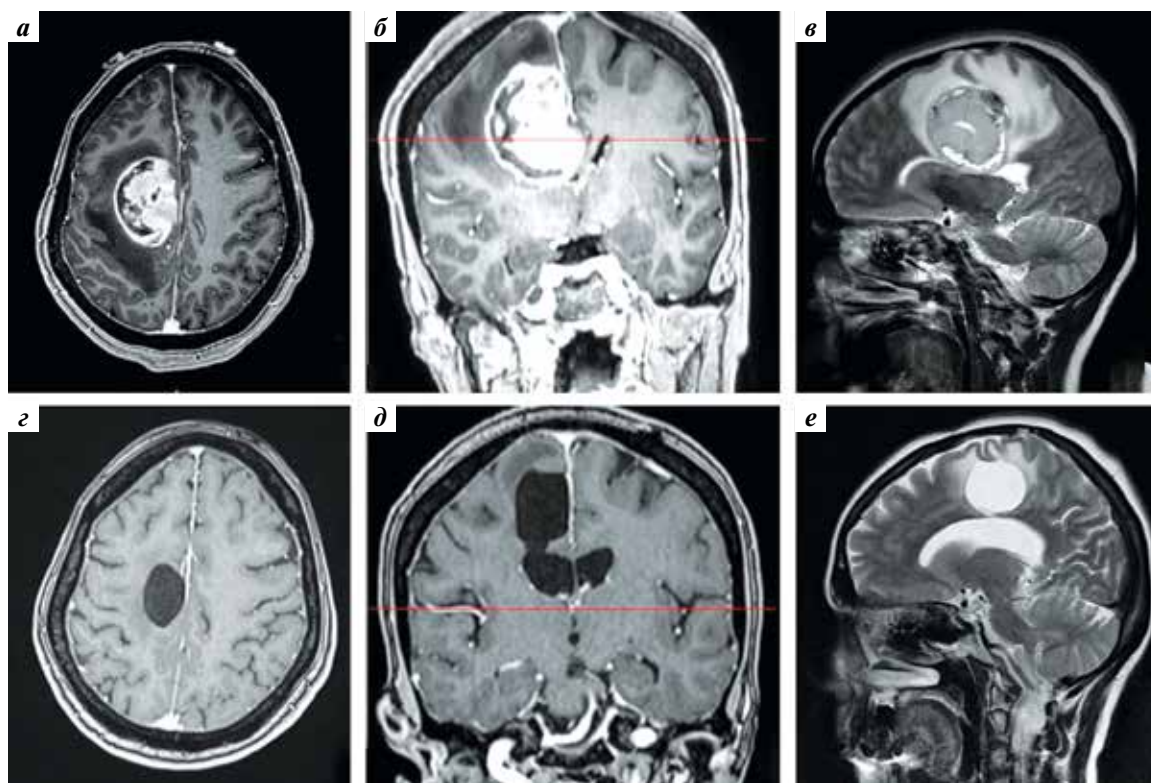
Предоперационное МРТ-исследование: T1-взвешенное с контрастным усилением в аксиальной и коронарной проекциях (а, б) и T2-взвешенное МРТ-изображение в сагиттальной проекции (в) демонстрируют внутримозговую опухоль, расположенную в задних отделах правой лобной доли, прилегающую к фальксу, с выраженным перифокальным отеком вокруг образования; контрольное T1-взвешенное МРТ-исследование через 1 г. после операции с контрастным усилением в аксиальной и коронарной проекциях (г, д) и T2-взвешенное МРТ-исследование в сагиттальной проекции (е) демонстрируют отсутствие признаков рецидива опухоли и дополнительного повреждения по периметру послеоперационной кистозной полости и в зоне хирургического доступа
